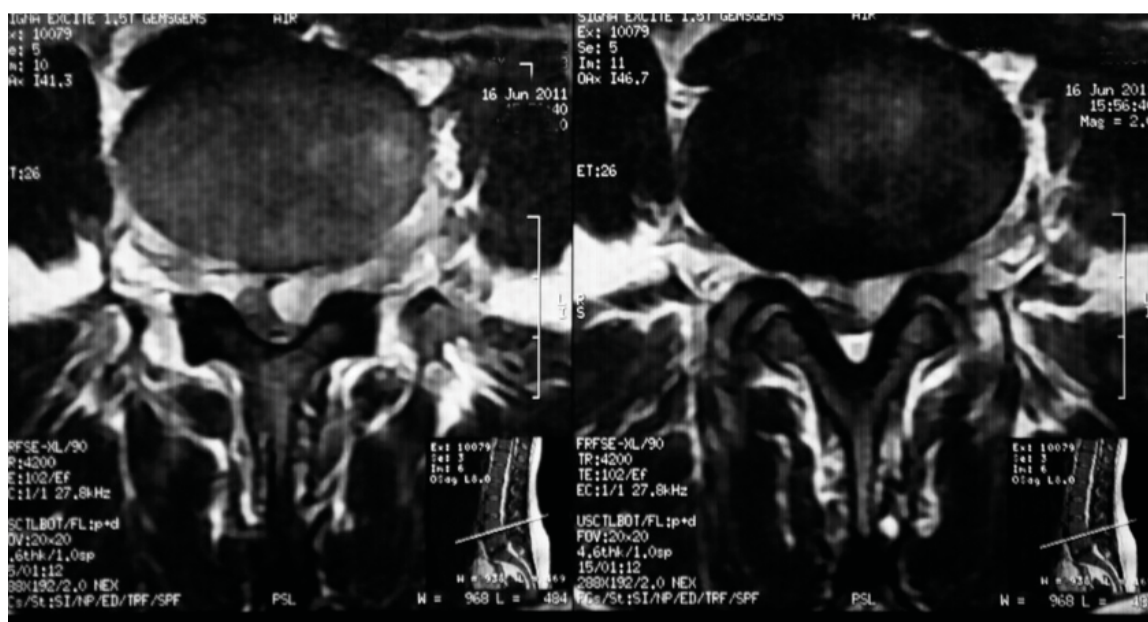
Axial MRI shows a mass filled the left sided L4-5 foramen.
